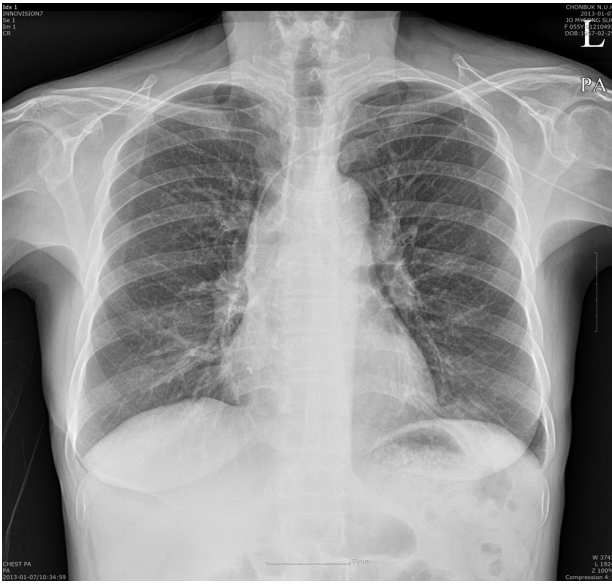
Chest X-ray following treatment with steroid pulse therapy with cyclophosphamide does not show active pulmonary parenchymal lesions or a nodular mass in either lung.
